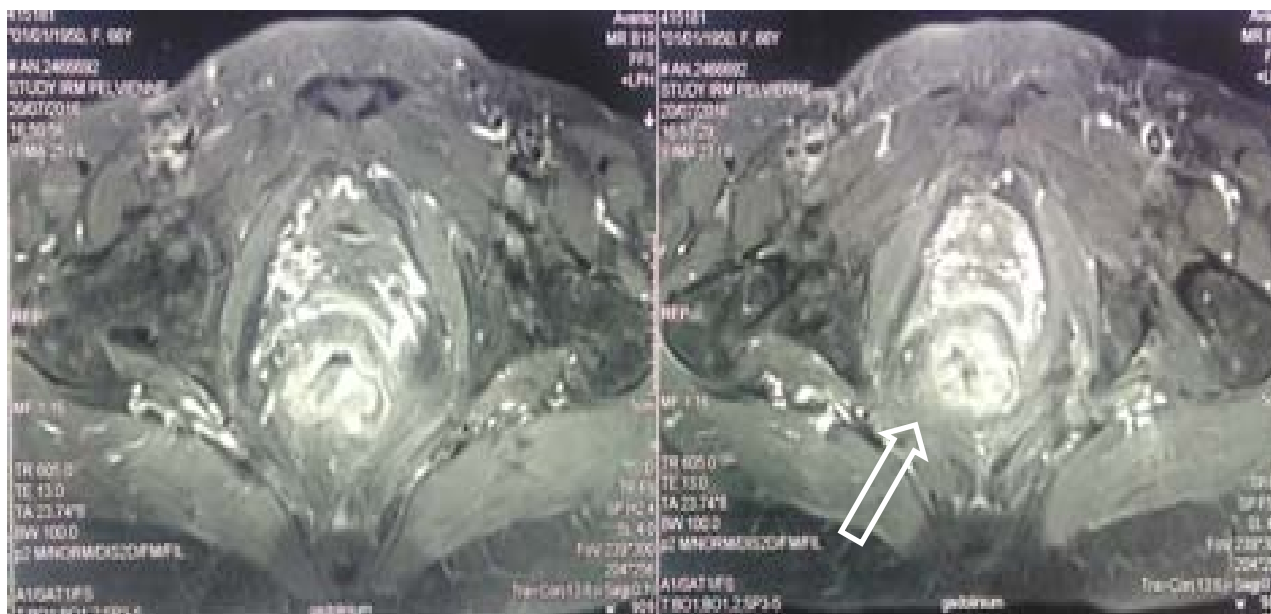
IRM axiale pondérée T1 FAT-SAT avec injection de Gadolinium montrant une tumeur du rectum avec envahissement local chez un de nos malades.
